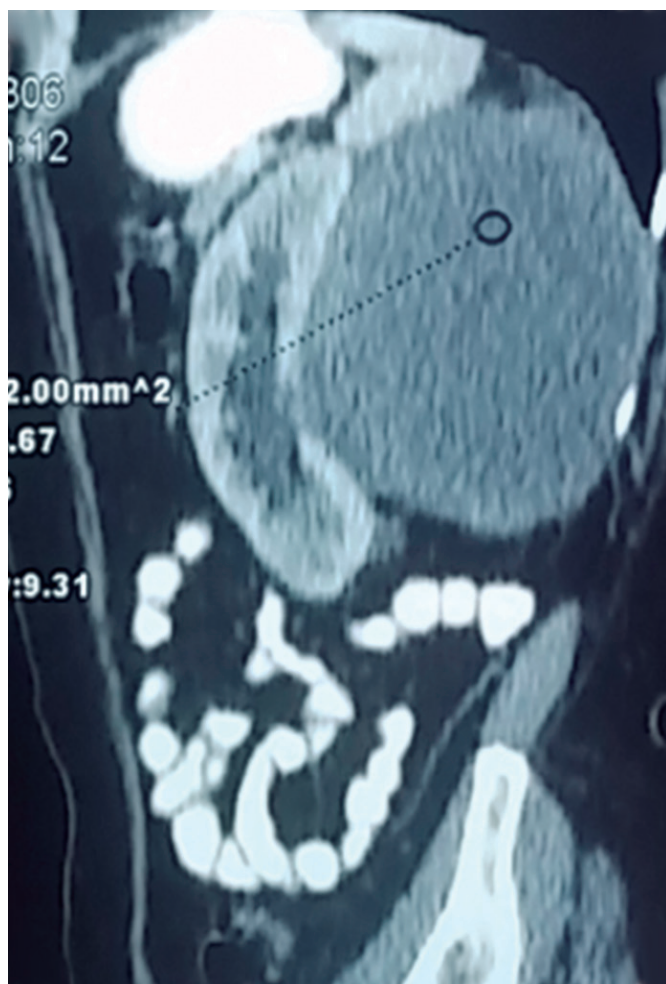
Tomografía con aplicación de contraste con refuerzo, en contacto con unidad renal sin infiltrarlo aparentemente, comprimiendo el hilio renal.
